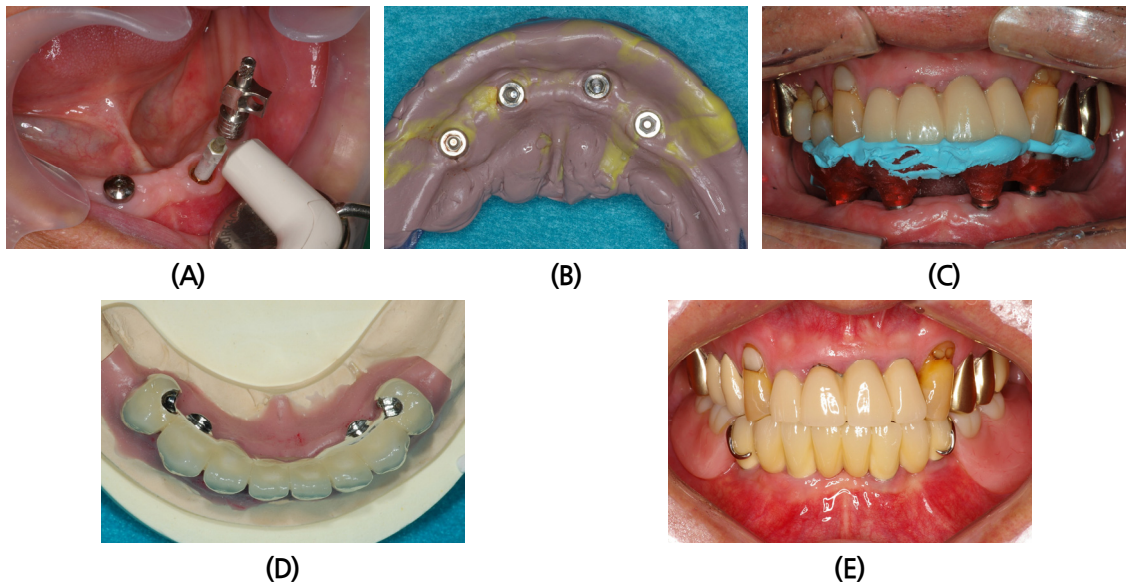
(A) Resonance frequency analysis 3 months after implant placement. (B) Fixture level pick-up impression taken. (C) Jaw relation record registration. (D) 8-unit metal-ceramic surveyed bridge fabricated. (E) Delivery of clasp removable partial denture.
